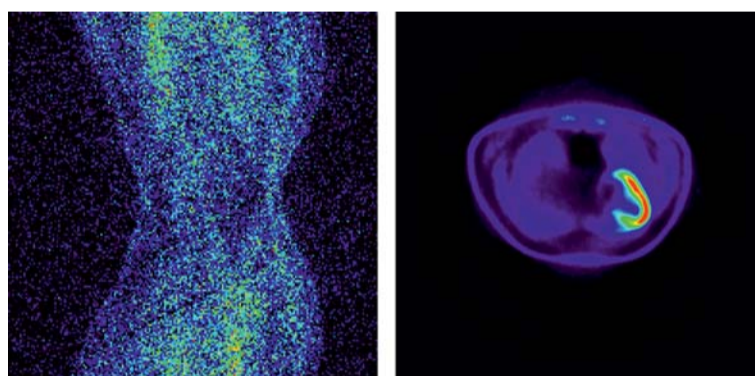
Messdaten aus bildgebenden Verfahren wie der Positronen-Emissions-Tomographie (PET) sind zunächst nicht als Bild interpretierbar („Sinogramm“, links). Erst mit Hilfe der Mathematik kann das Bild rekonstruiert werden (rechts).
